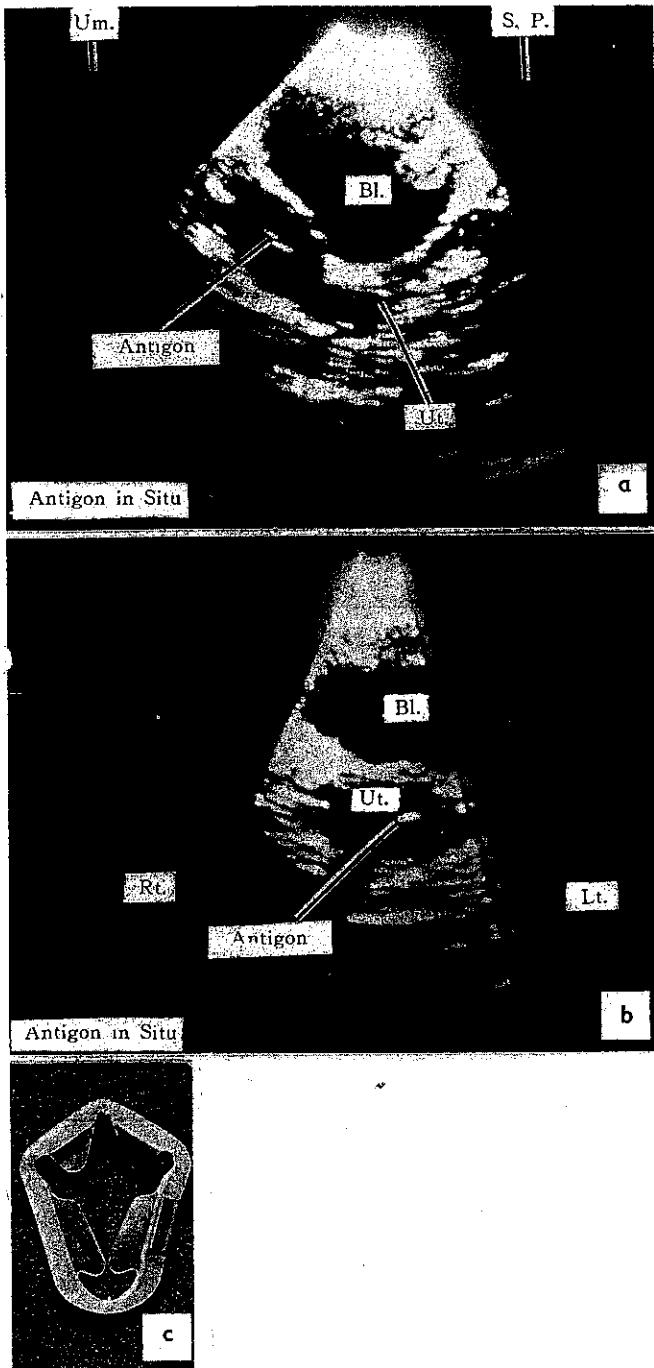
Sonograms of an Antigon (c) in longitudinal (a) and Transverse (b) scans.
